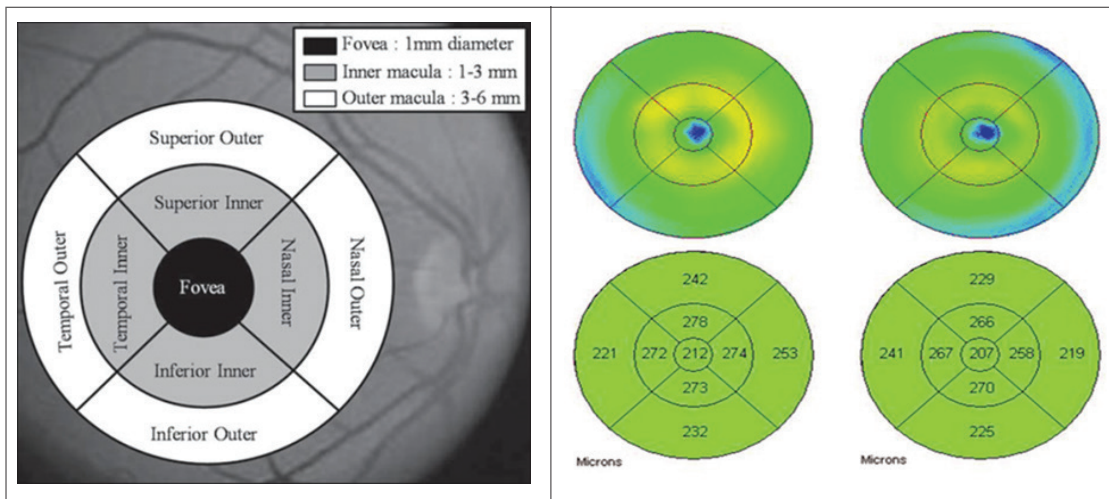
Retinal thickness measurements on the macular area for 9 parameters using Optical Coherence Tomography (OCT)⁽¹³⁻¹⁴⁾
